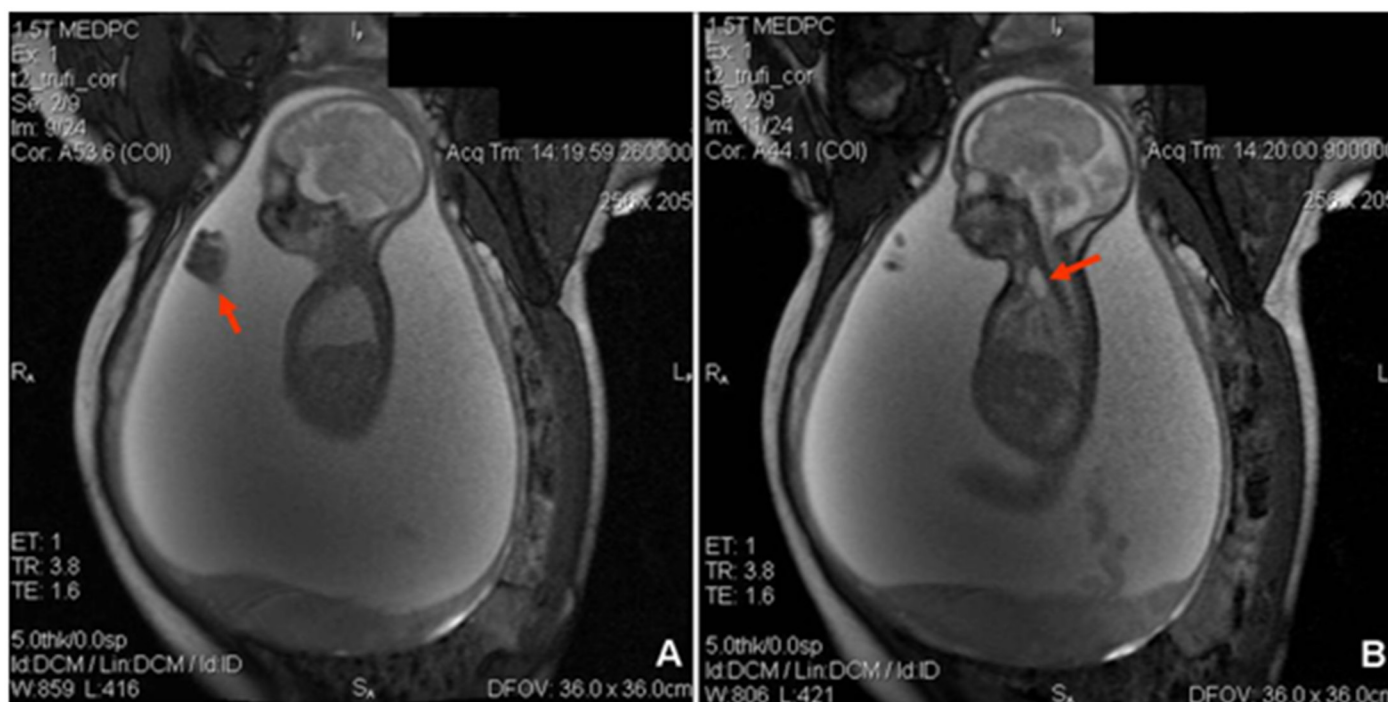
RM fetal realizada com 25 semanas de gravidez mostrando imagem sugestiva de mão com punho cerrado/ camptodactília (A – ver seta) e presença de uma estrutura similar a uma bolsa dilatada ao nível torácico, na topografia da porção proximal do esôfago (B, ver seta).
